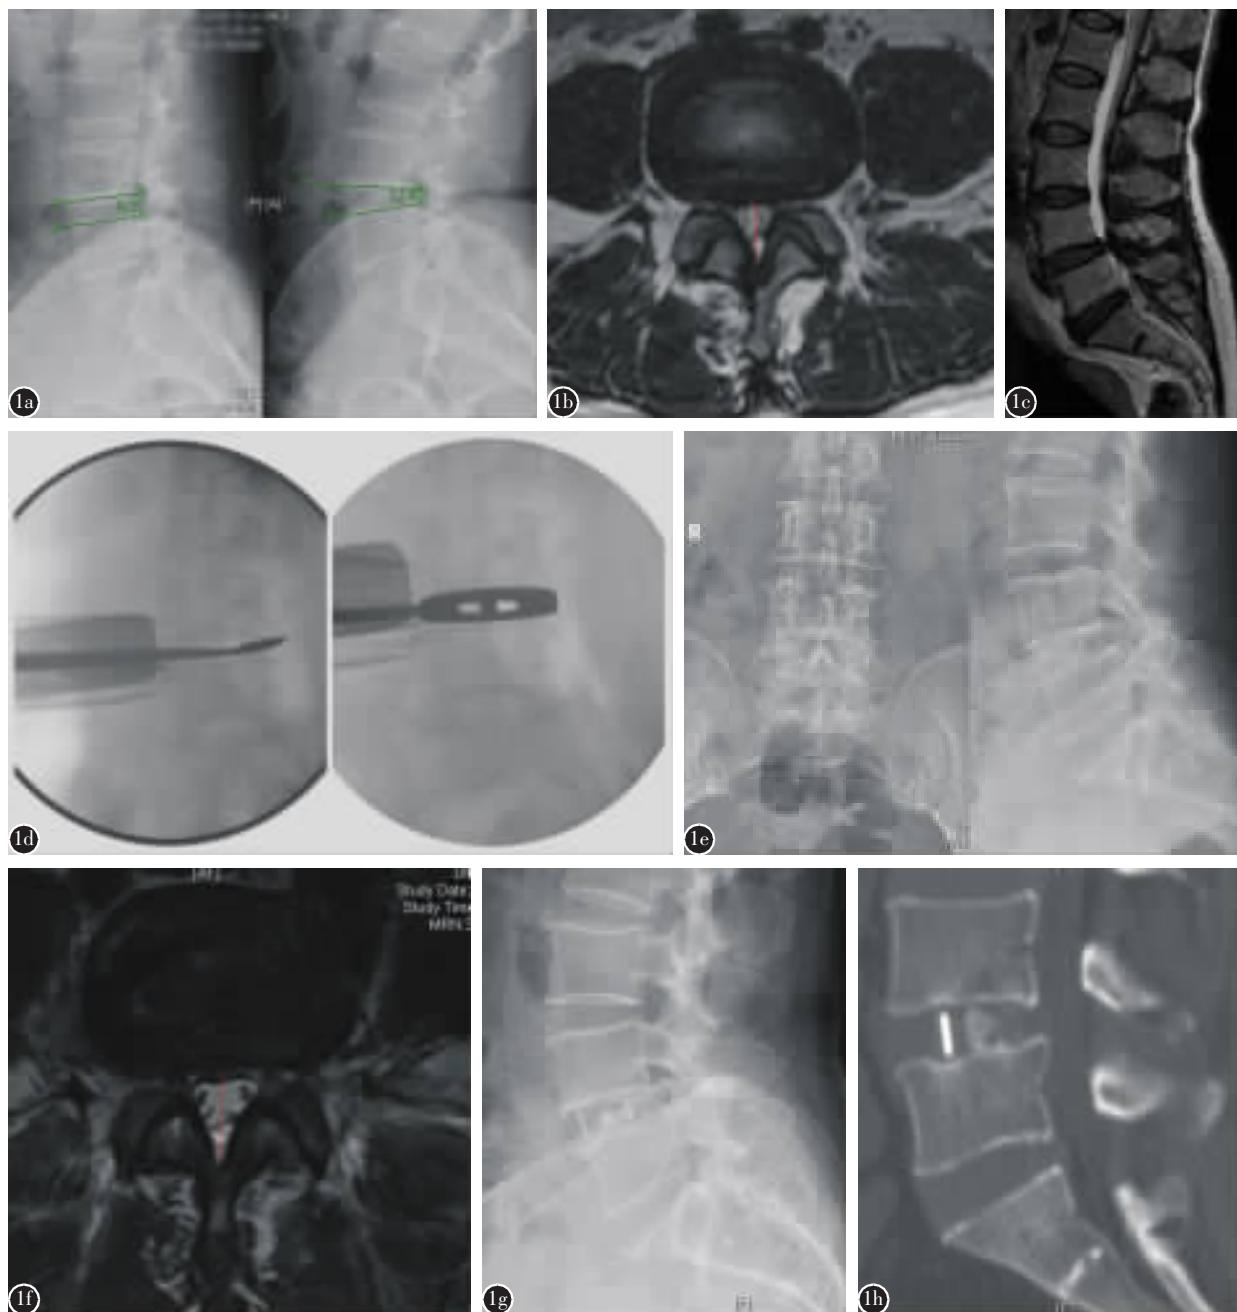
患者男性,54岁,因“腰痛3年,加重伴间歇性跛行1年余”入院,行OLIF手术 a 术前腰椎过伸、过屈位X线片示L4/5椎间不稳 b、c 术前L4/5横断面MRI示椎管狭窄,椎间盘突出 d 术中C型臂X线透视处理椎间隙软骨终板,放置试模 d 术后复查腰椎正侧位X线片示植骨充分 e 术后复查MRI示椎管容积较术前扩大,椎管矢状径增加 f 术后3个月复查腰椎X线片示融合器位置良好,无下沉 g 术后1年复查CT示椎间植骨融合良好
